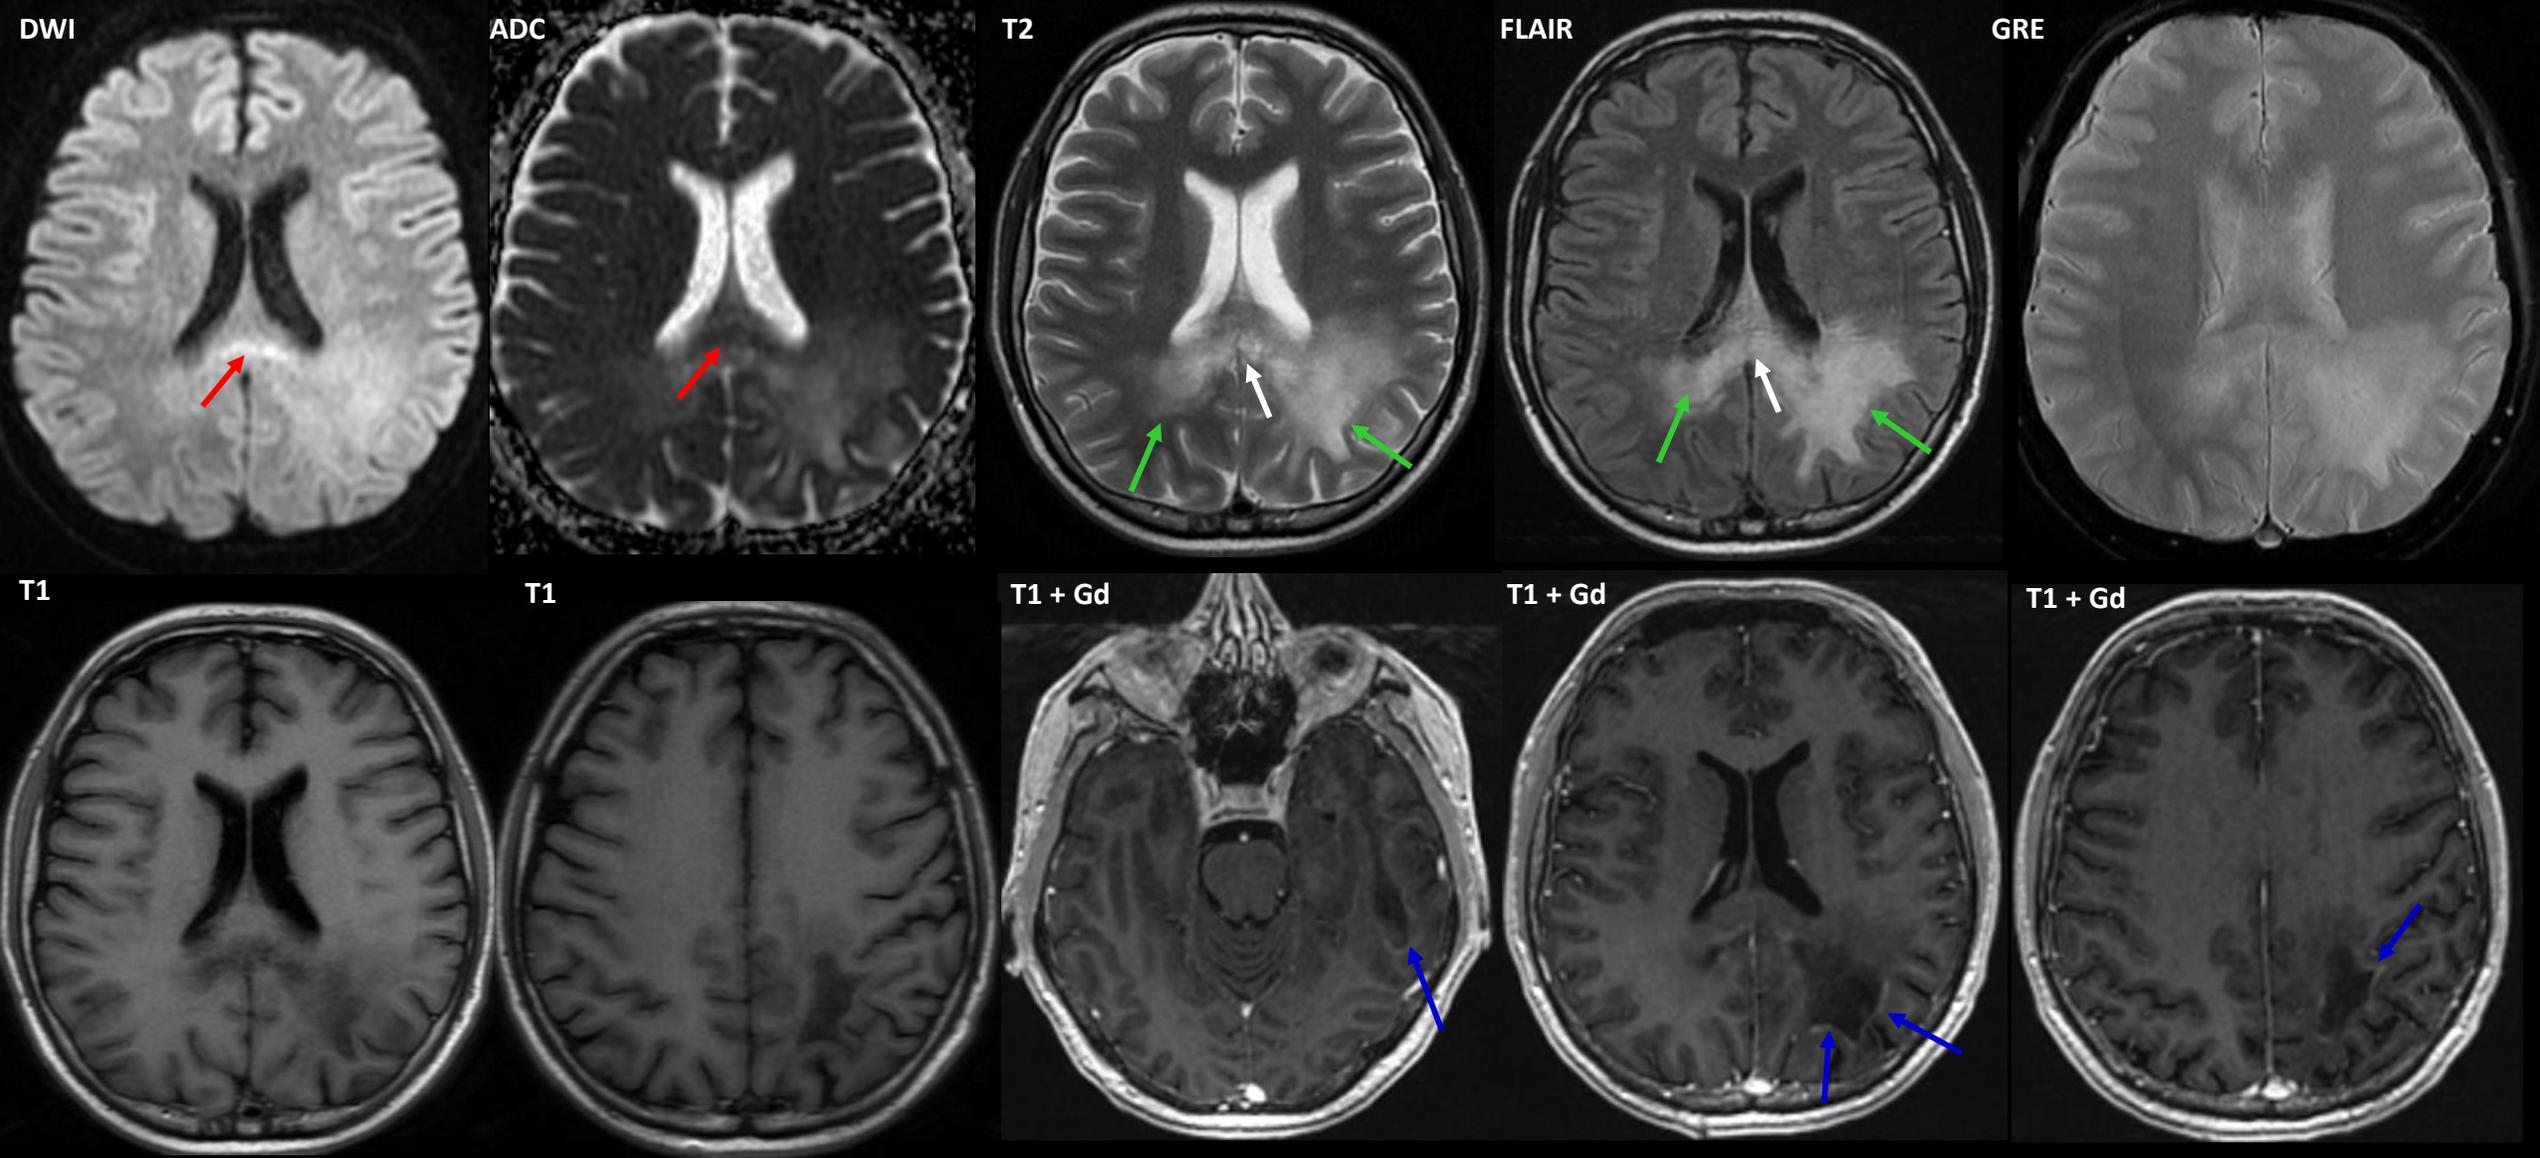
RM de encéfalo con contraste EV (axial) (6 meses previos a la consulta actual).
